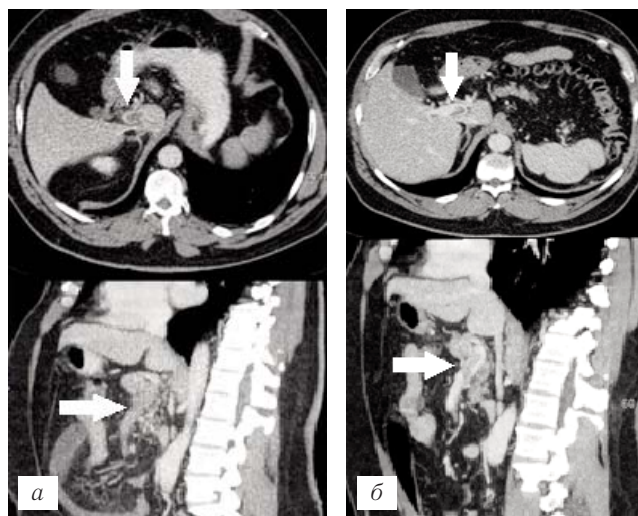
Больной Б., 64 года. Острый тромбоз верхней брыжеечной и портальной вен. На аксиальном КТ-изображении и реформации изображения в сагиттальной плоскости — центральный тромб в просвете верхней брыжеечной и портальной вен, верхняя брыжеечная вена увеличена в диаметре (а). Через 10 дней после начала системной тромболитической терапии — частичный лизис тромба, уменьшение диаметра верхней брыжеечной вены (б) (стрелки).
